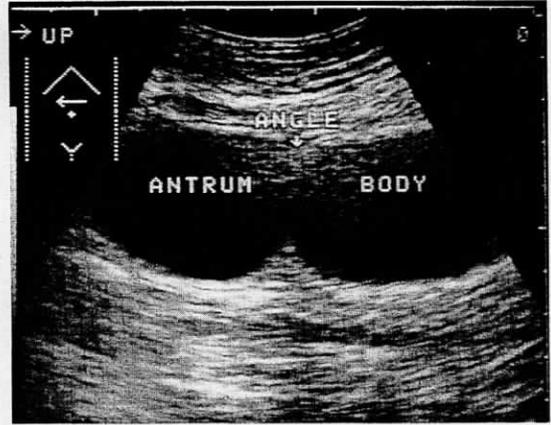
正常胃角の超音波像 antrum: 前庭部, angle: 胃角, body: 胃体部
